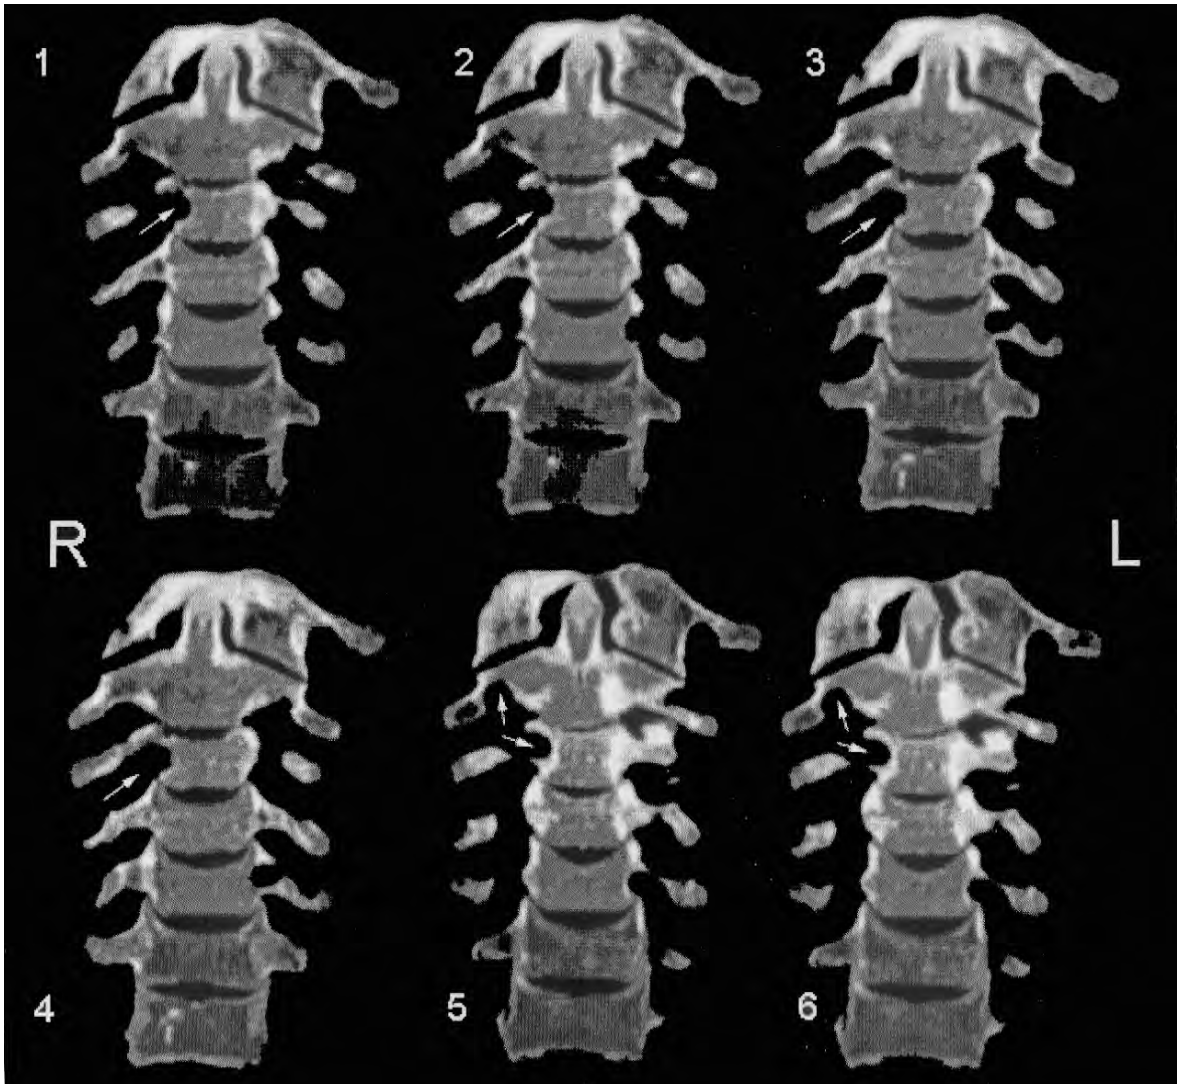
Tomografia computada amb plans anteroposteriors, que permeten apreciar la cavitat anòmala, que està recoberta de teixit compacte. R, costat dret; L, costat esquerre.
